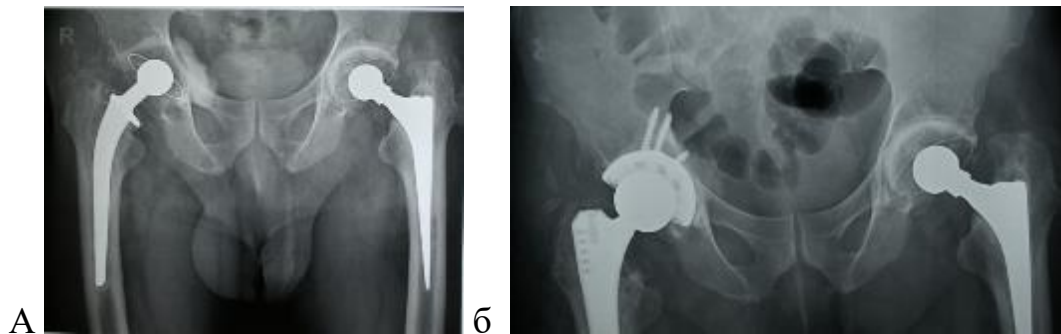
Пациент А, 52 лет а) рентгенограмма таза с признаками асептической нестабильности правого тазобедренного сустава б) выполнена замена обоих компонентов с установкой стандартного ацетабулярного компонента и костной пластикой дна вертлужной впадины
